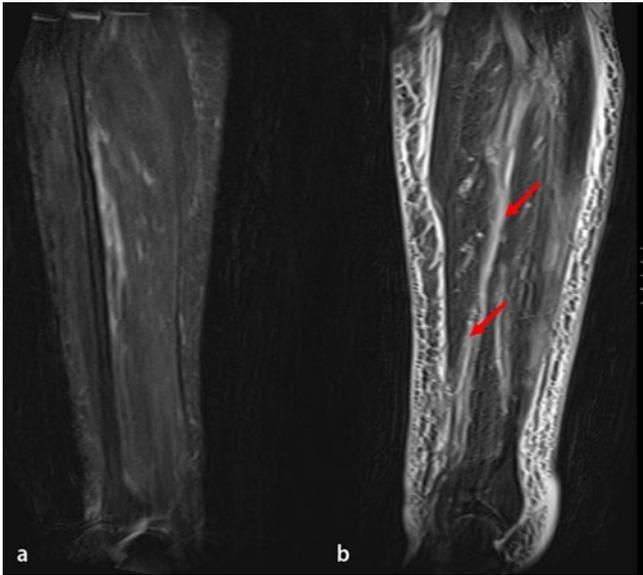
◀ MRT beider Unterschenkel in koronarer Orientierung in einer fettgesättigten T2-gewichteten (flüssigkeitsgewichteten) Sequenz. a Der rechte Unterschenkel ist unauffällig. b Am linken Unterschenkel fallen Ödeme im subkutanen Fettgewebe sowie Flüssigkeitseinlagerungen (rote Pfeile) der Faszien auf. Zusammen mit dem klinischen Bild ergab sich die Diagnose einer nekrotisierenden Faszitis
